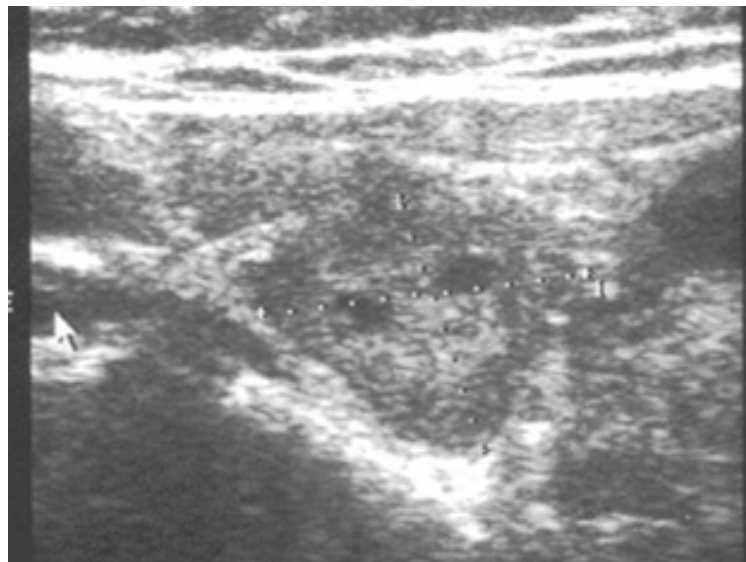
Image échographique montrant une masse d'allure solidokystique en rapport avec un adénome parathyroïdien.
